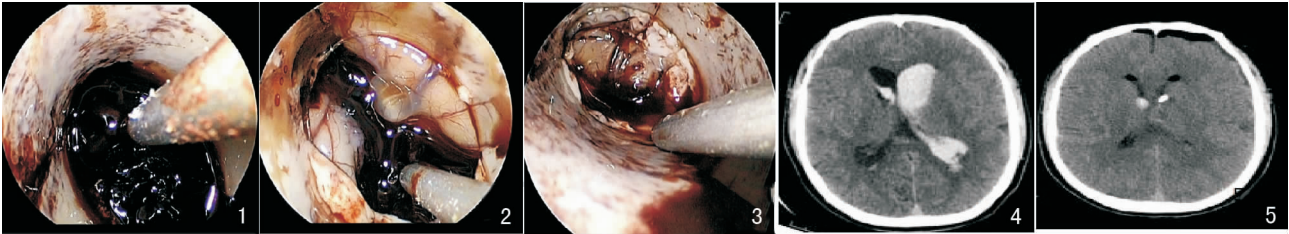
内镜下脑室内血肿清除前 图 2 内镜下脑室内血肿清除中 图 3 内镜下脑室内血肿清除后 图 4 脑室内血肿术前脑 CT 表现 图 5 脑室内血肿超声引导下内镜下血肿清除术后脑 CT 表现
